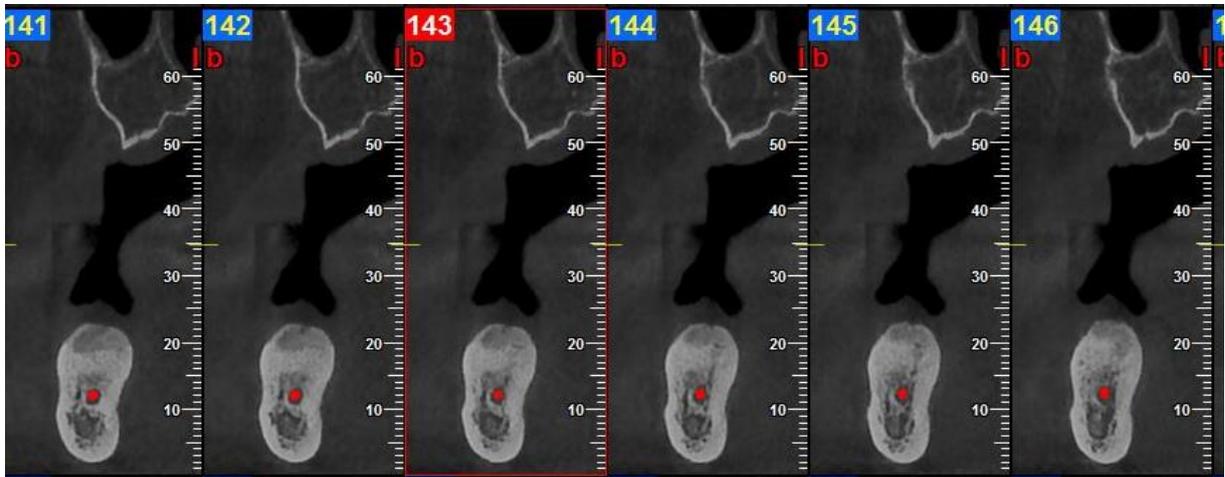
Cortes coronales tomografía volumétrica de haz cónico
